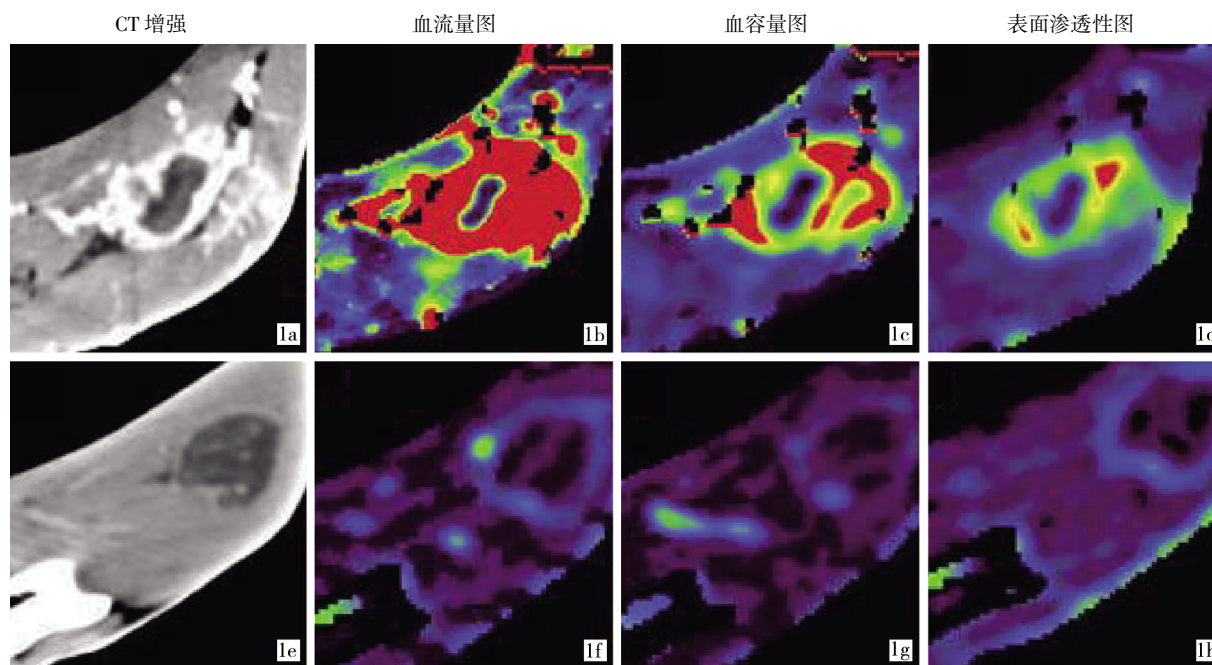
局部组治疗前(1a ~ 1d)、后(1e ~ 1h)CT 灌注图
